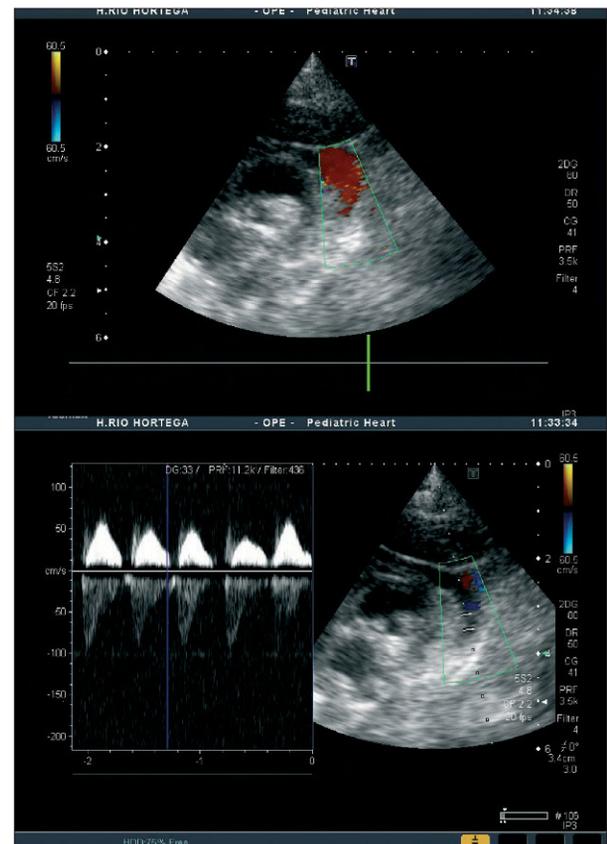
Ecocardiografía. Plano supraesternal. Estructura vascular posterior a la aorta de calibre similar a la misma y con flujo ascendente. El Doppler pulsado muestra un flujo venoso en su interior.
